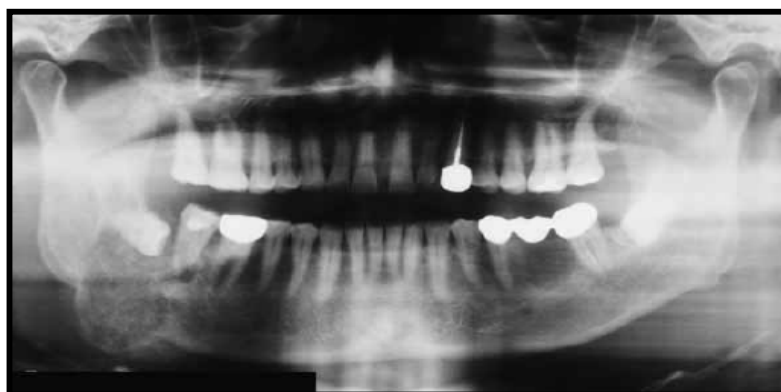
Radiografía panorámica obtenida después de la intervención quirúrgica<sup>23</sup>
